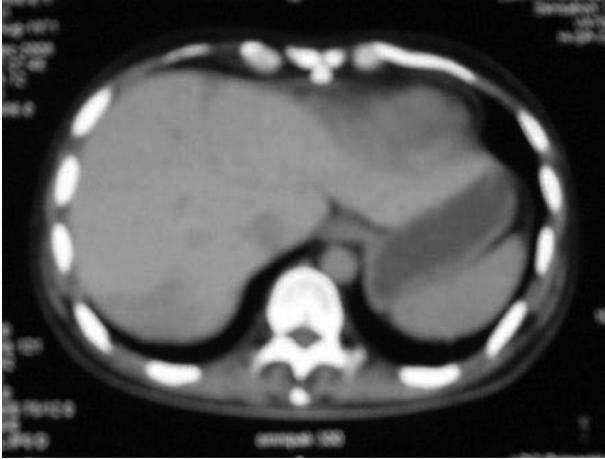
Компьютерная томография органов брюшной полости (инфильтративные очаги в печени, киста в области хвоста поджелудочной железы)
